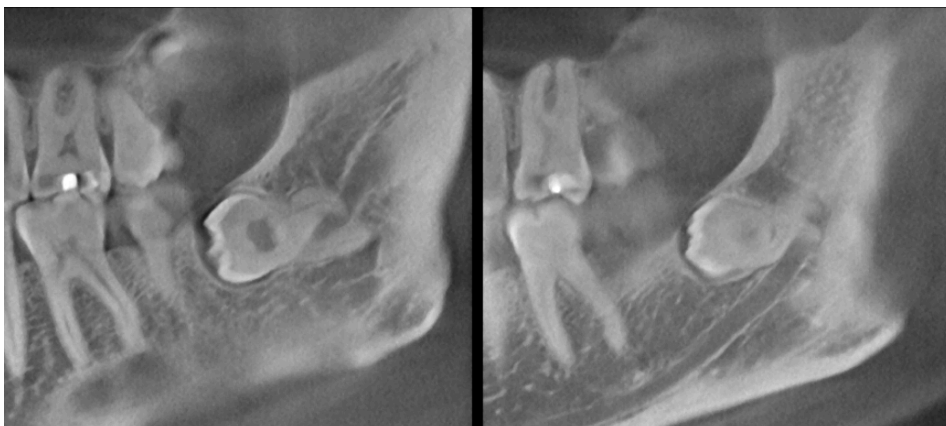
DVT bei interradiikulärem Nervverlauf, aus Schulze R: Lehrbuch Zahnärztliches Röntgen, Grundlagen, Technik, Anwendung – Hintergrundinformationen – Johannes-Gutenberg-Universität Mainz; 1. Auflage 2019, S. 239.
